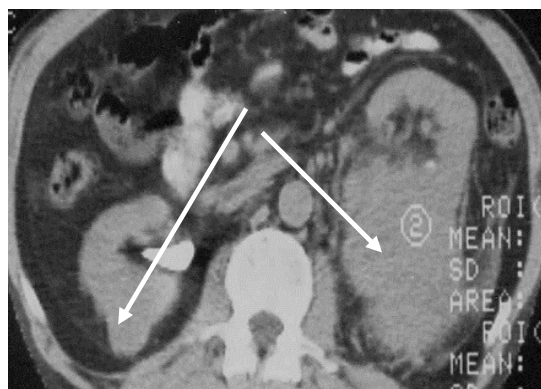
МСКТ почек. Больной Л.
